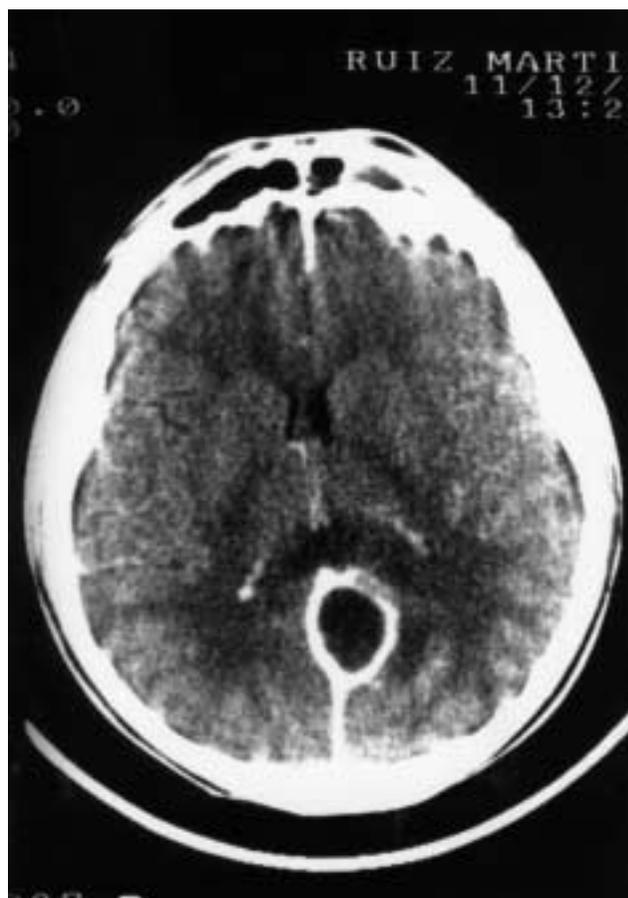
TC craneal con contraste que muestra la imagen del empiema tras 19 días de tratamiento antibiótico endovenoso.
